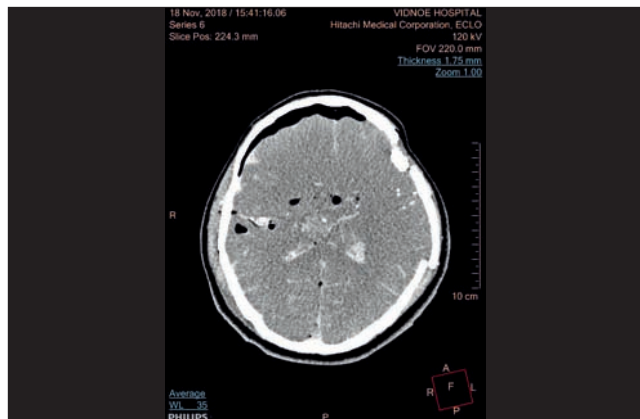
Компьютерная томография. Раневые каналы в веществе головного мозга (труп гр-на Б.)
